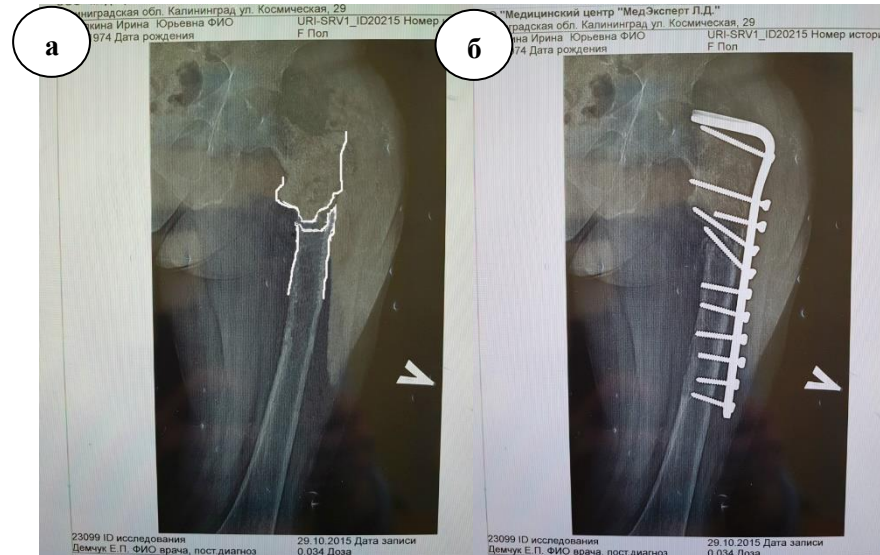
Рентгенограммы пациентки Р., 47 лет, страдающей терминальной стадией ХБП (хронический гемодиализ) в течение 12 лет:
